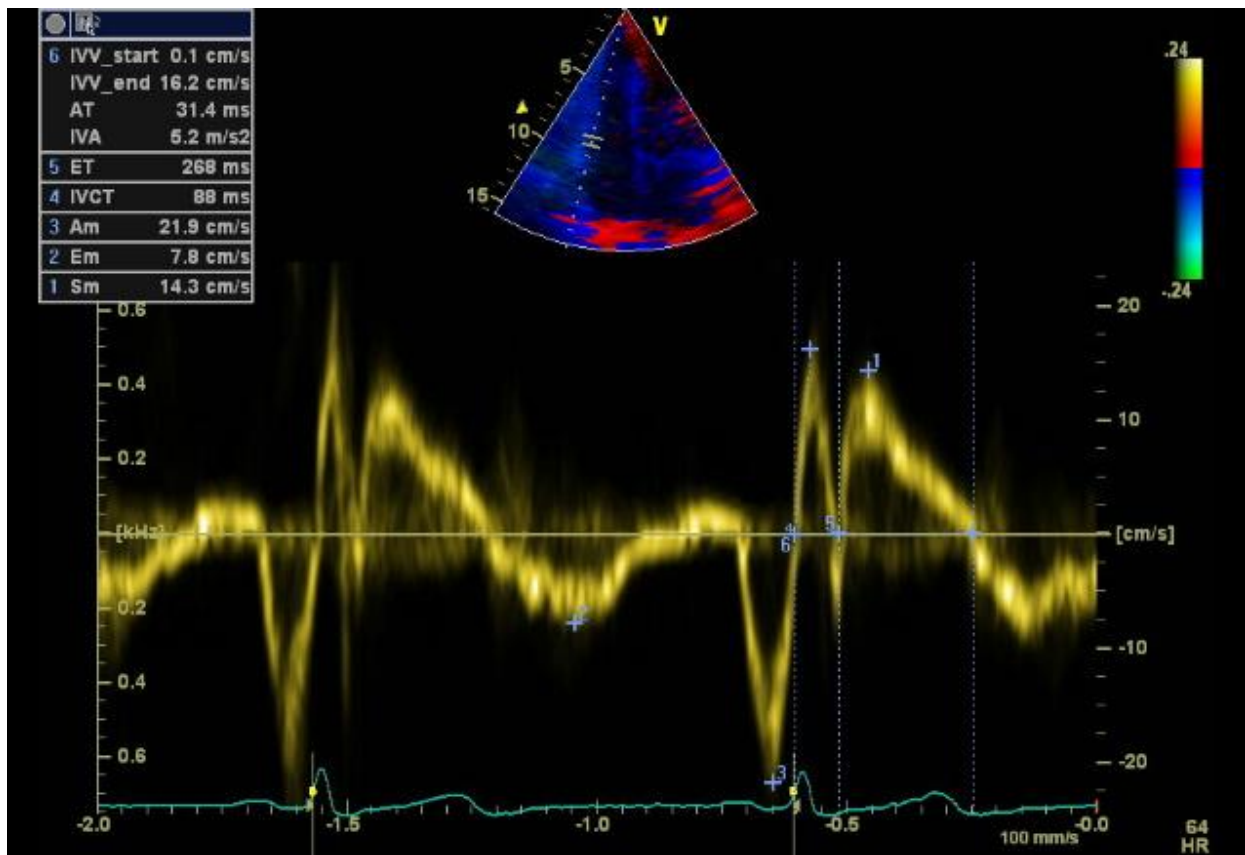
Gepulster (pw)-Gewebedoppler der freien Wand des rechten Ventrikels eines Probanden der Kontrollgruppe. 1: myokardiale systolische Geschwindigkeit (systolic velocity; Sm), 2: frühdiastolische Geschwindigkeit (Em), 3: spätdiastolische Geschwindigkeit (Am), 4: isovolumetrische Kontraktionszeit (IVCT), 5: Ejektionszeit (ET), 6: myokardiale isovolumetrische Kontraktionsgeschwindigkeit (IVV), Akzelerationszeit (AT), myokardiale Akzeleration während der isovolumetrischen Kontraktion (IVA).
